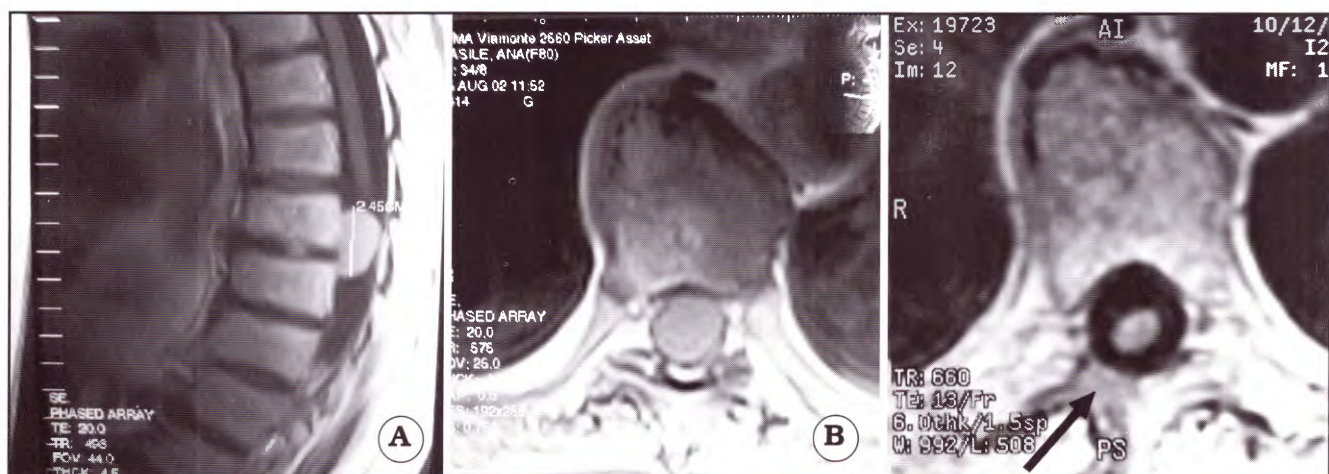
Caso n° 6, IRM. A. Sagital ponderada en T1 que muestra el tumor. B. Axial ponderada en T1 que muestra el tumor. C. Axial ponderada en T1 que muestra el control postoperatorio y la apertura ósea (flecha).
